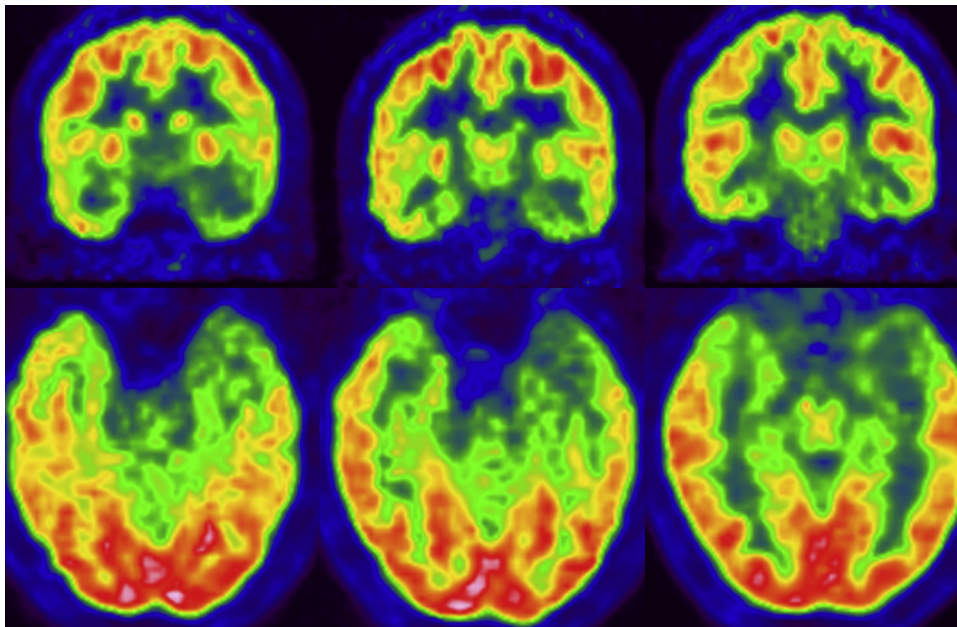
PET cerebral con ^{18}F -FDG que demuestra hipometabolismo extenso del polo temporal izquierdo en paciente con esclerosis mesial temporal izquierda.
